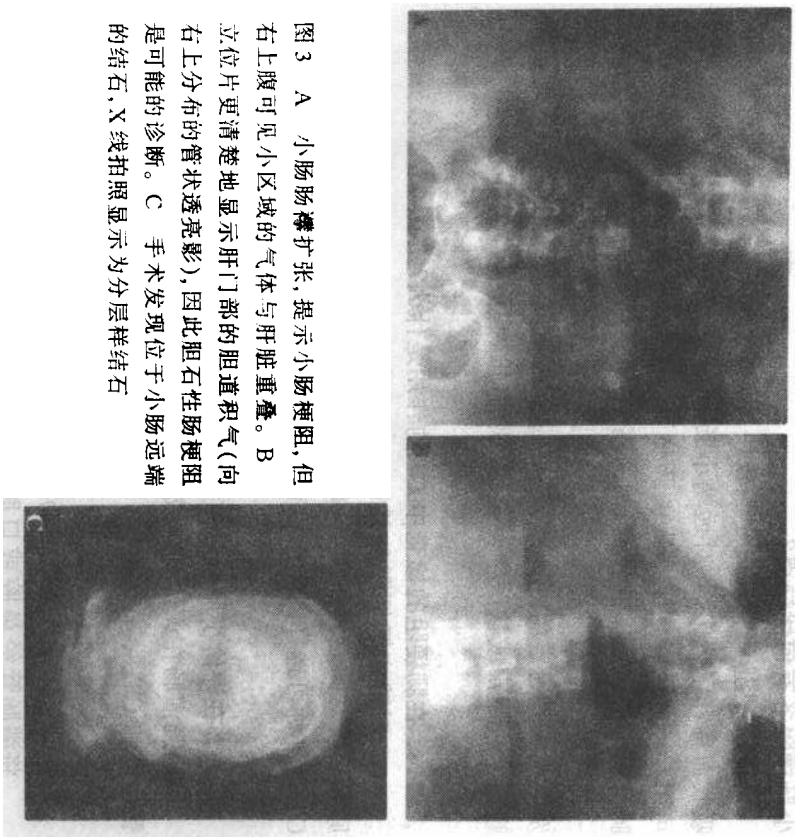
A 小肠肠襻扩张,提示小肠梗阻,但右上腹可见小区域的气体与肝脏重叠。B 立位片更清楚地显示肝门部的胆道积气(向右上分布的管状透亮影),因此胆石性肠梗阻是可能的诊断。C 手术发现位于小肠远端的结石,X线拍照显示为分层样结石
